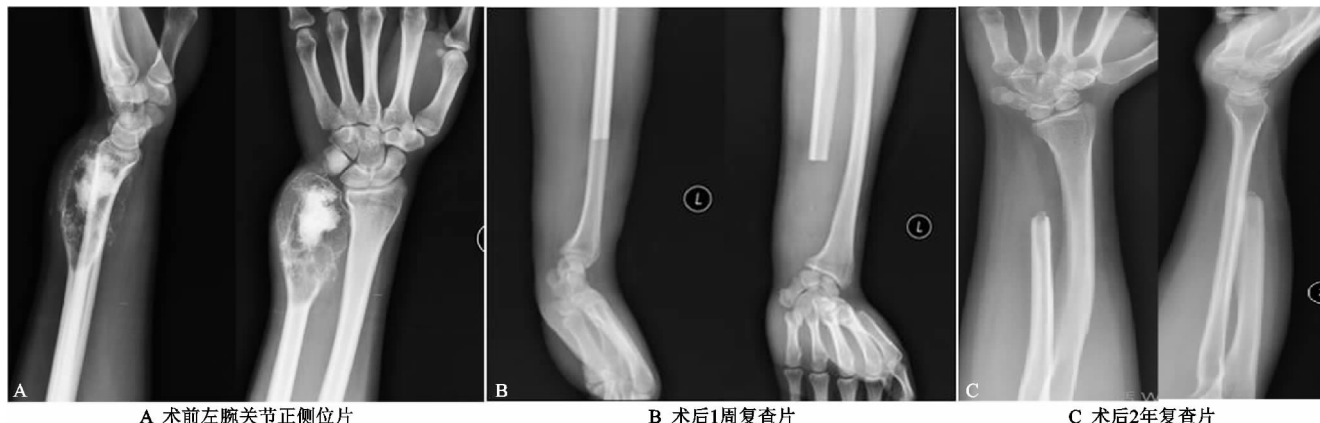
某患者左尺骨远端GCT行瘤段切除术前术后X线片表现
